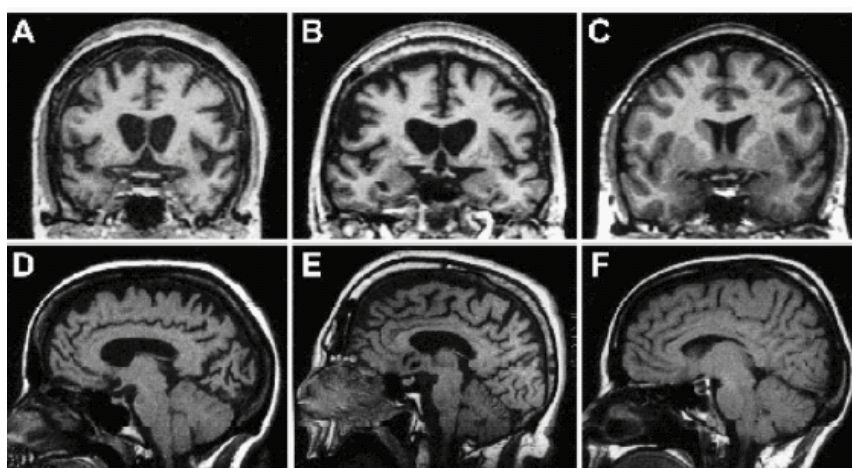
IRM anatomique d'un patient HDL2, Huntington et d'un sujet contrôle
